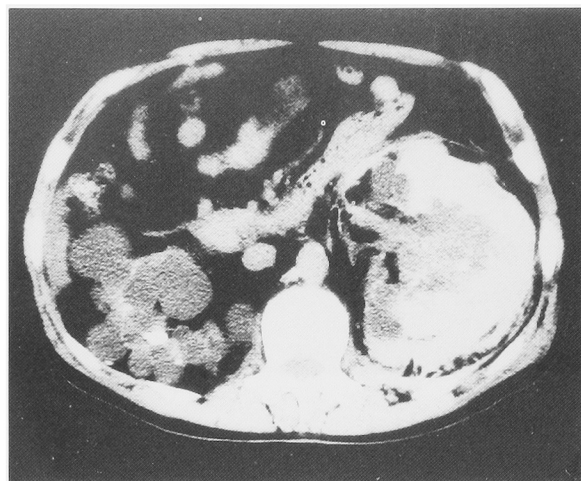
Enhanced CT revealed a perirenal hemorrhagic area around the left kidney.
